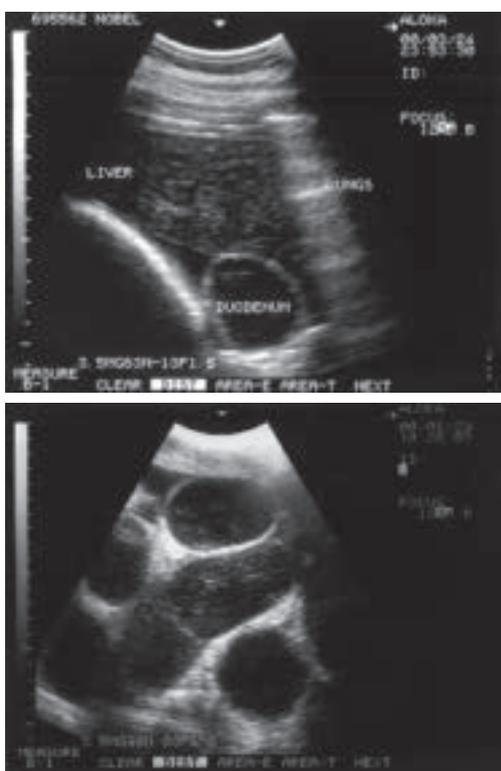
Ultrasonographische Bilder von dilatierten Dünndarmschlingen (links: Duodenum, rechts: Jejunum) bei einem paralytischen Ileus.
